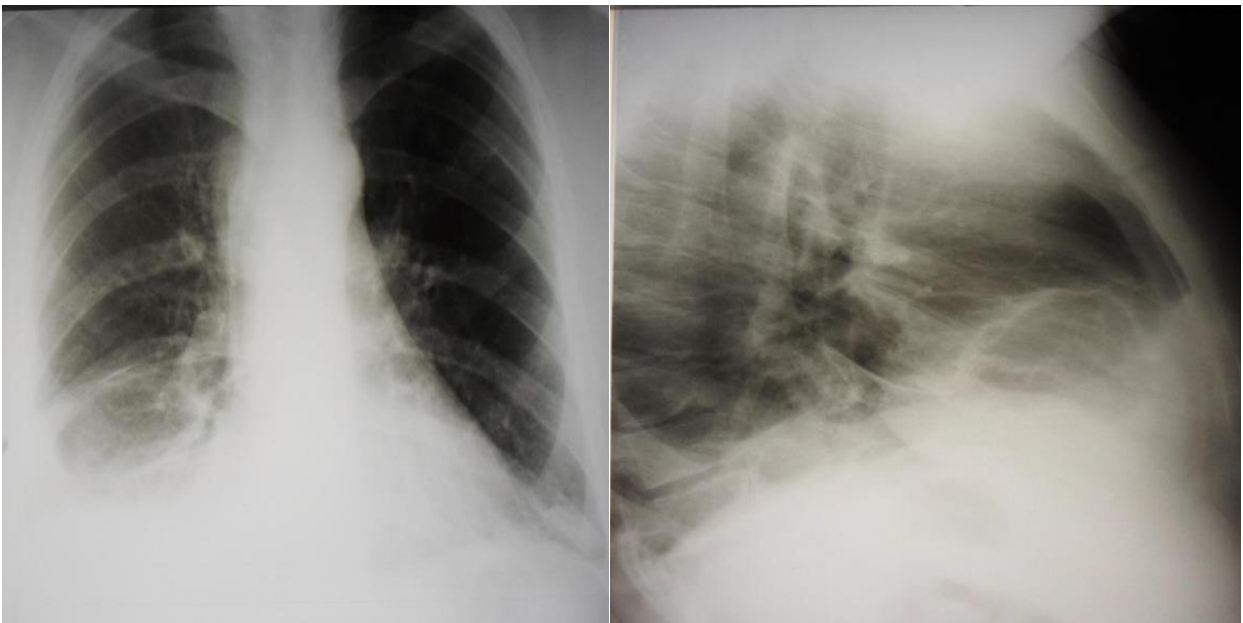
Рентгенограммы пациента К., 26 лет, № И.Б. 11079 перед повторным дренированием плевральной полости
